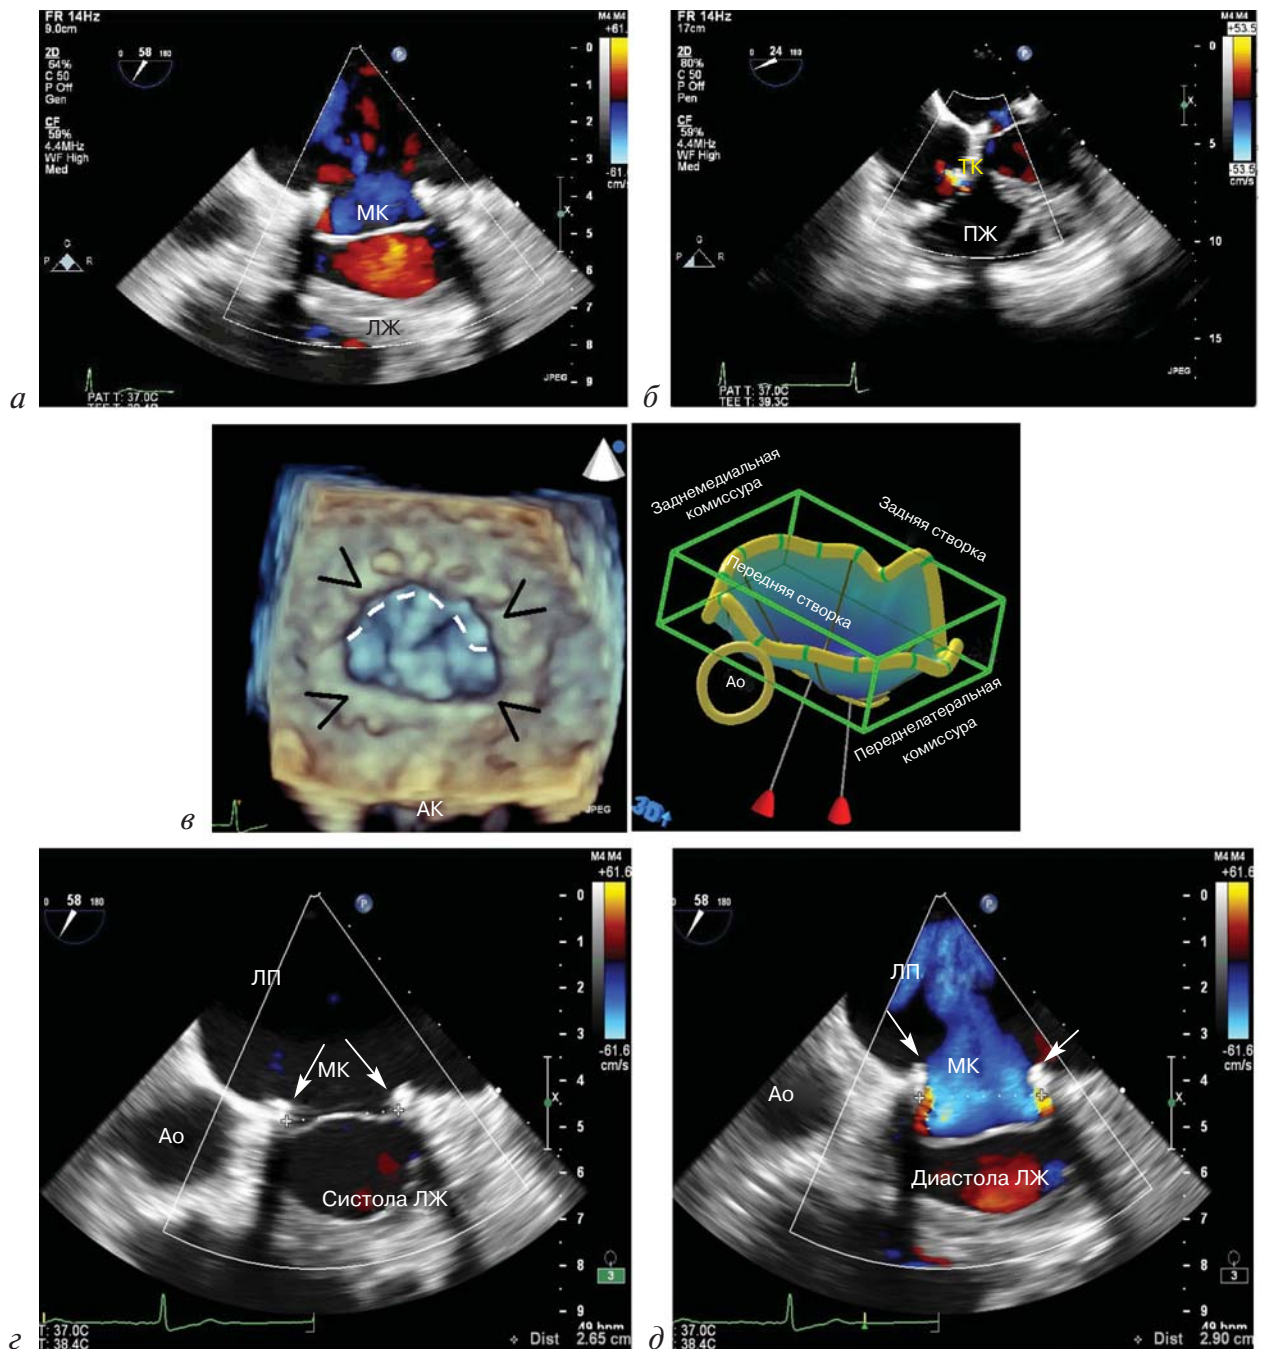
Результаты эхокардиографического исследования через 12 мес после операции (при доплеровском исследовании визуализируется хорошая замыкательная функция митрального и трикуспидального клапанов):
